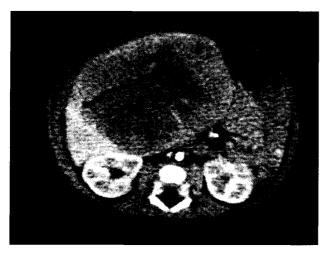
入院時腹部 CT: 肝左葉から右葉の内側にかけ て, 8.4 × 6.0 cm の腫瘤陰影を認めた. 腫瘍は造 影により不均一に増強された.
